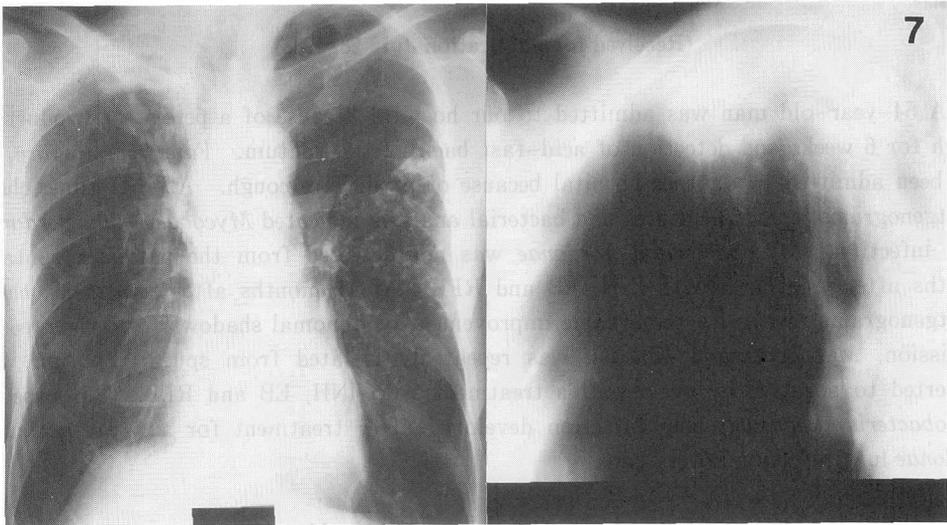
Chest Roentgenogram (left) and Tomogram (right) on August 1 of 1983.
